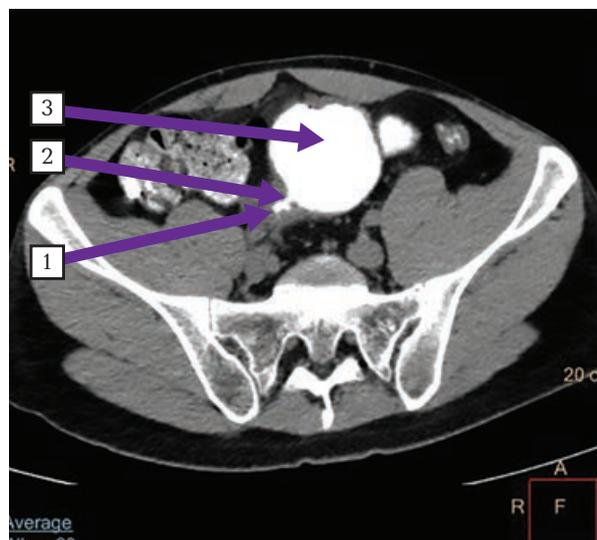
МСКТ органов брюшной полости и малого таза в условиях перорального контрастирования тонкой кишки водорастворимым контрастным веществом. Болезнь Крона подвздошной кишки, осложненная формированием сужения с нарушением кишечной проходимости. Стрелка 1 – утолщение стенки подвздошной кишки; стрелка 2 – сужение подвздошной кишки до 0,3 см; стрелка 3 – супрастенотическое расширение кишки до 6,0 см
